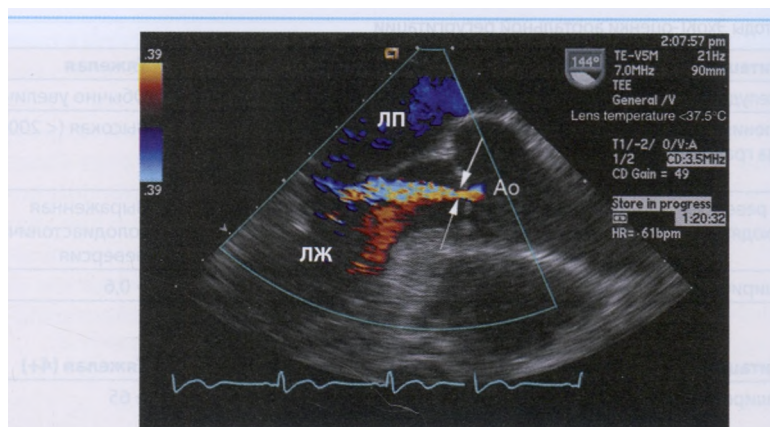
Измерение ширины устья потока регургитации, или vena contracta, соответствующей приблизительно площади отверстия регургитации. ЛП — левое предсердие; ЛЖ — левый желудочек; Ao — аорта (A Practical Approach to Transesophageal Echocardiography / Eds. A.C. Perrino, S.T. Reeves. — 2nd ed. — Philadelphia, PA: Lippincott Williams» Wilkins, 2008, — P. 232, Figure 11.4)
